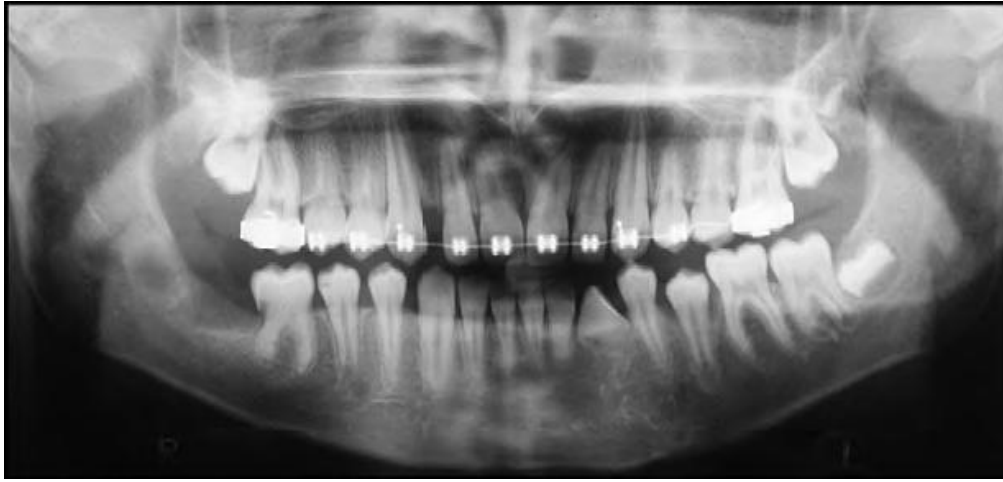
Radiographie panoramique montrant chez un enfant de 12 ans une canine mandibulaire gauche ayant fait son éruption malgré l'absence de racine (38)
